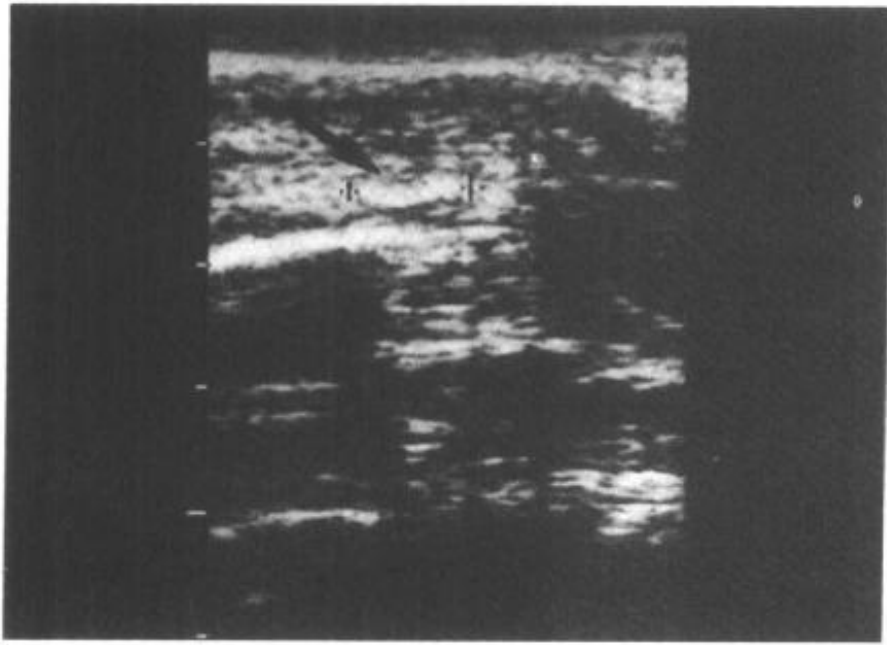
1—2 阴茎纤维性海绵体炎并钙化超声表现
